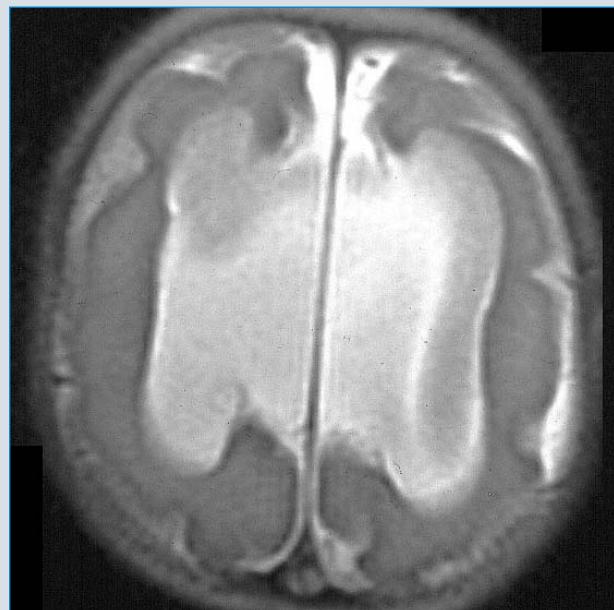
Brain MRI scan; axial section. 1 year-old boy with X-linked lissencephaly with corpus callosum agenesis and ambiguous genitalia due to mutation of the ARX gene. Note absence of the corpus callosum with ventriculomegaly and lissencephaly.
